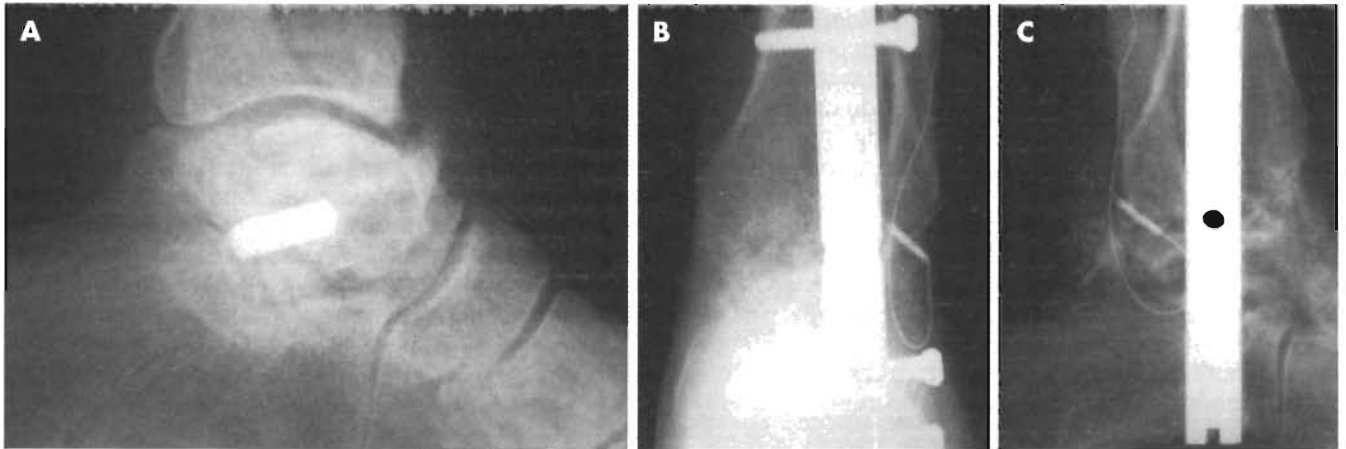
A. Radiografía lateral preoperatoria en la que se observa una artrosis de tobillo y de la articulación subastragalina. B. Radiografía antero-posterior postoperatoria tras haber realizado una artrodesis tibioastragalocalcánea mediante clavo intramedular. También se utilizó un estimulador óseo interno. C. Radiografía postoperatoria lateral del mismo paciente.
